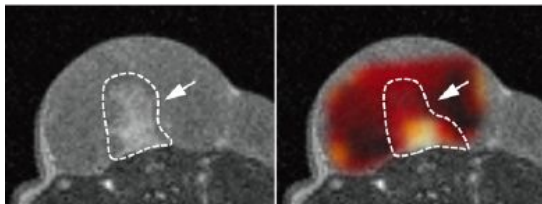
がんの低酸素領域(Hypoxia)の MRI (MRSI による乳酸マッピング)
